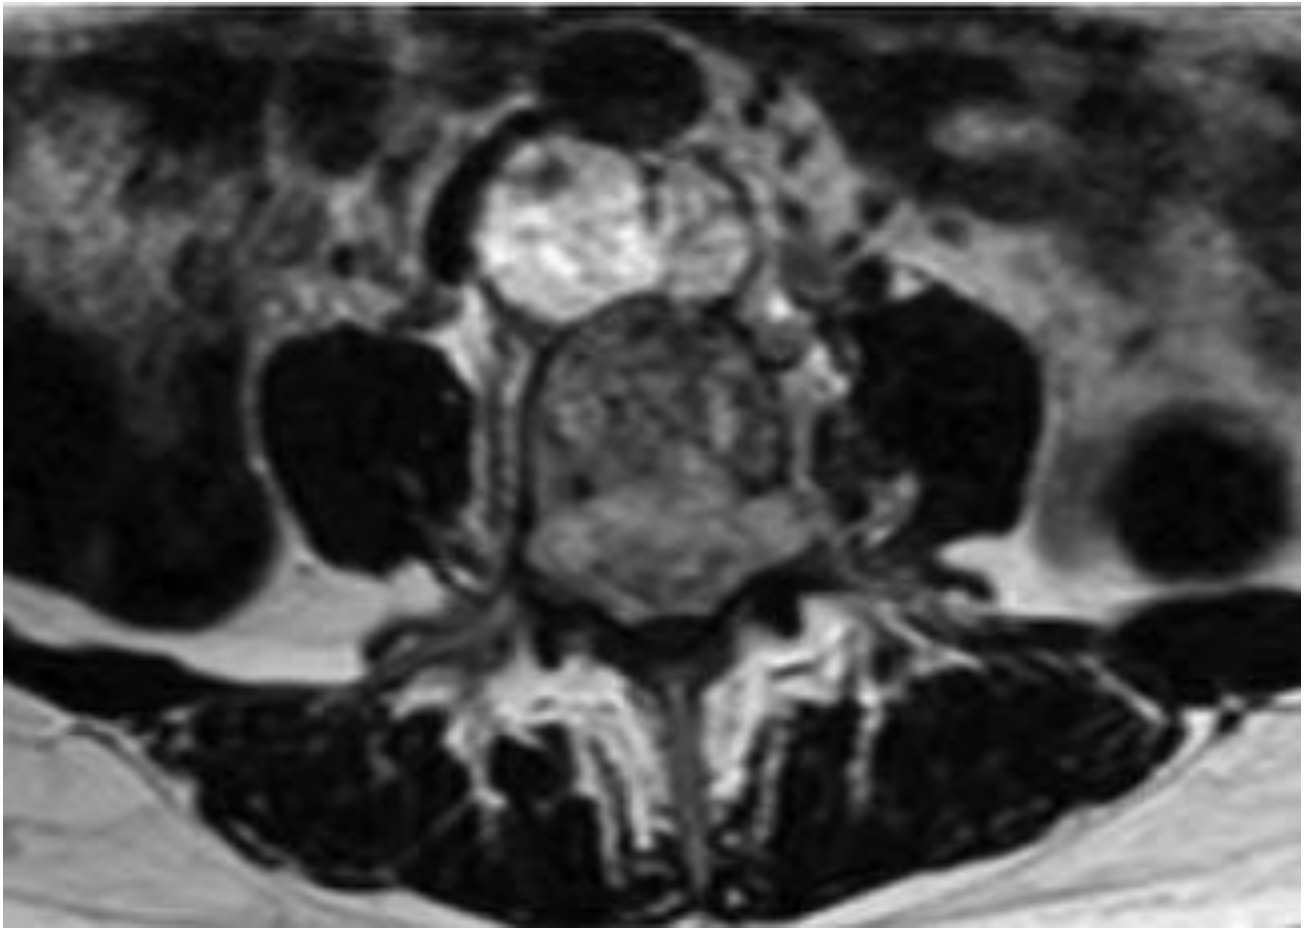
RM. Corte axial en secuencia potenciada en T2, donde se identifica una alteración de señal del cuerpo vertebral de carácter difuso, de señal intermedia-baja, que ese extiende al pedículo derecho. Presenta masa de partes blandas anterior al cuerpo, en localización retroperitoneal, con señal muy alta, así como un componente tumoral ocupando el espacio epidural anterior, de señal intermedia-alta, con compromiso del saco dural.
